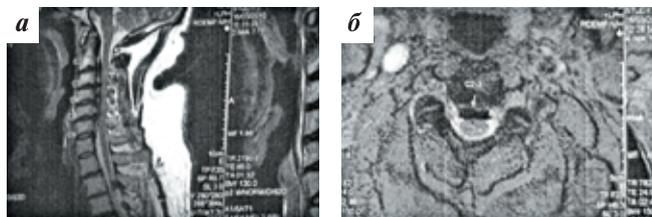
МРТ пациента И. Сагиттальный (а) и аксиальный (б) срезы: протяженный стеноз С3–С6 без очага миеломатоза
